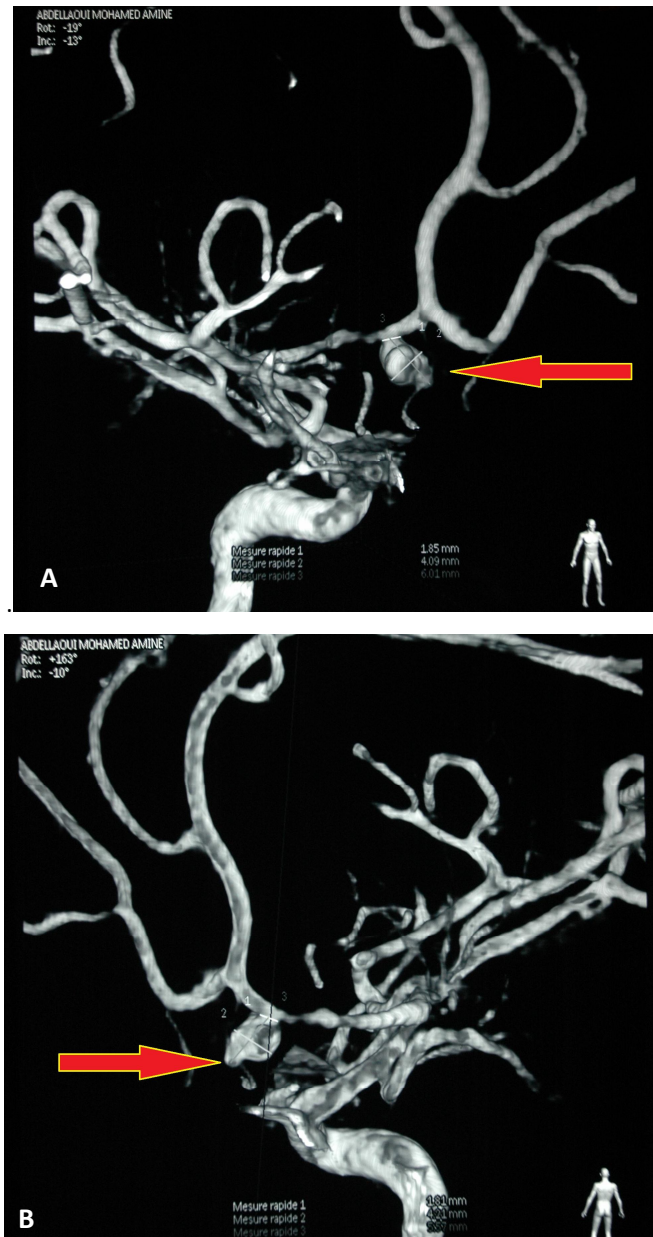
A-B. Séquences d'Angio-IRM artérielle montrant un anévrisme de la cérébrale antérieure droite.
